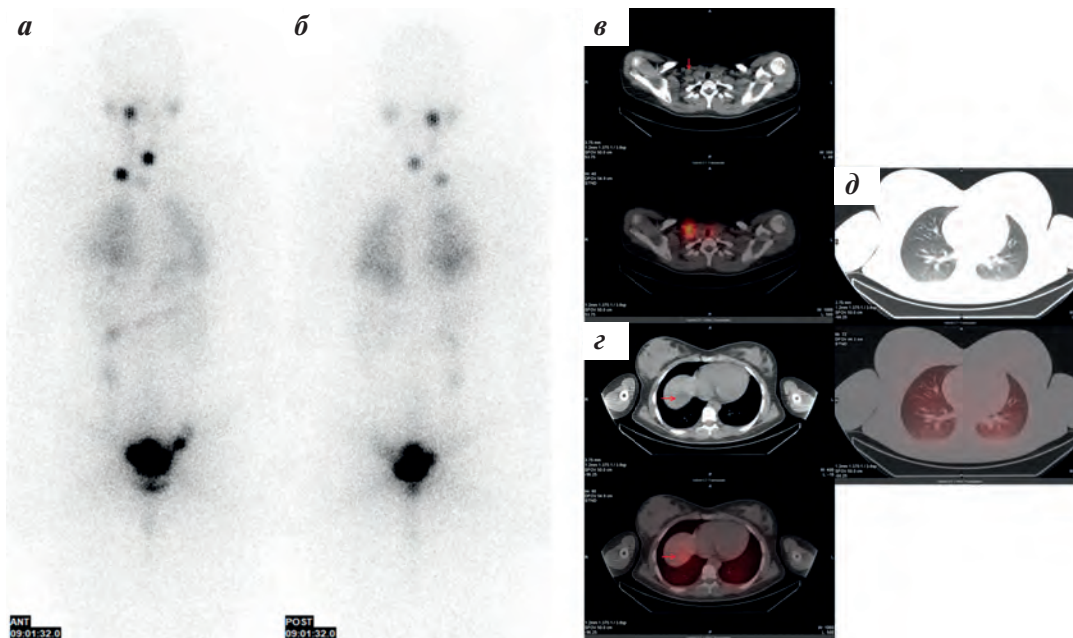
Планарная сцинтиграфия в режиме «все тело» и ОФЭКТ/КТ. Радиоiodабляция. Планарная сцинтиграфия в двух проекциях: а — передняя (anterior); б — задняя (posterior), отмечаются локальные очаги накопления ^{131}I в верхней трети шеи справа, в проекции ложа ЩЖ слева, нижней трети шеи справа и с диффузно повышенным включением в проекции легких с небольшим преобладанием в нижнем отделе правого легкого. Очаговое интенсивное накопление ^{131}I в ЛУ (стрелка) на аксиальных срезах ОФЭКТ/КТ (в). Метастатический очаг (стрелка) в S7, S8 печени с умеренно повышенным накоплением РФП (г). Диффузно повышенное накопление РФП в паренхиме легких без видимого метастатического поражения на срезах КТ (д)
